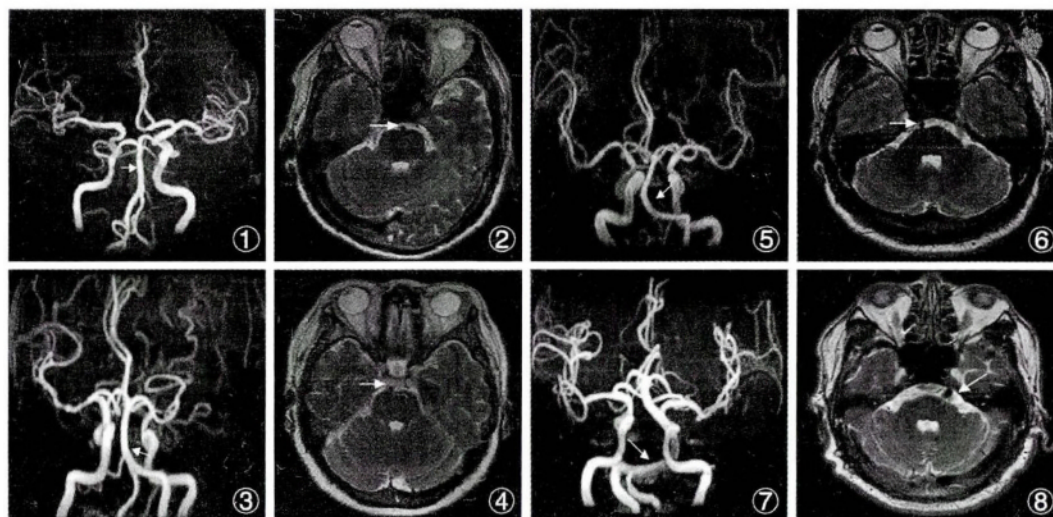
头颅 MRI、MRA 显示基底动脉(箭头所示)偏移度分级。①②:0 分——在中线上;③④:1 分——可能偏离中线;⑤⑥:2 分——明显偏离中线;⑦⑧:3 分——偏移至桥小脑角。(来源:张道培. 基底动脉弯曲与血管性眩晕或后循环梗死的关联研究. 郑州大学专业博士学位论文, 2013)
